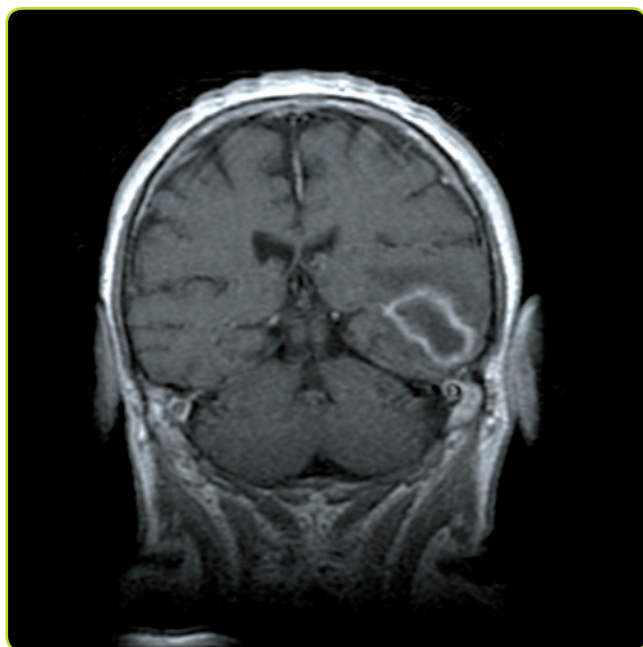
RM cerebral (T1) con gadolinio. Absceso cerebral otógeno: área hipointensa temporal izquierda rodeada de área de hiperintensidad en anillo debido a la captación de contraste de la cápsula.
